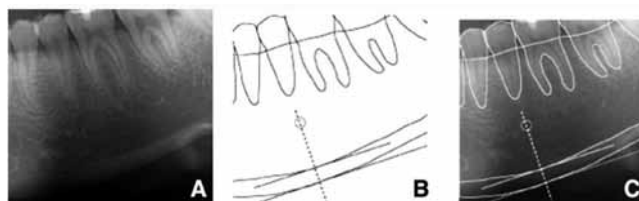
Ancho cortical mandibular (MCW) (Morimoto y cols., 2009) (A) Radiografía panorámica de la cortical inferior mandibular. (B) Líneas trazadas para la medición del ancho cortical en la zona del agujero mentoniano (MCW o MI), la distancia entre las dos líneas paralelas corresponde al ancho cortical. (C) Superposición de A y B.
